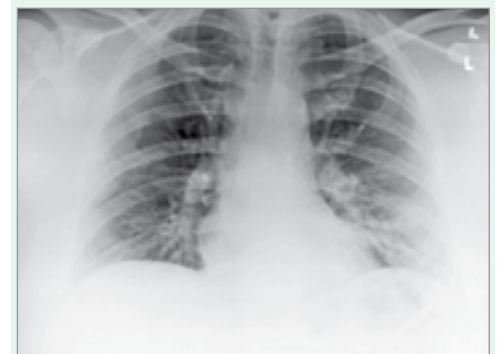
Рентгенограма грудної клітки пацієнта А.
